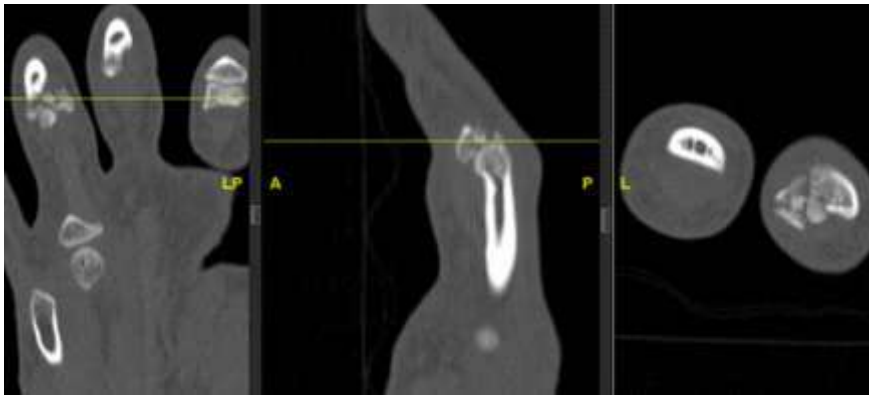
Corte coronal, sagital y axial a nivel articular de tomografía
